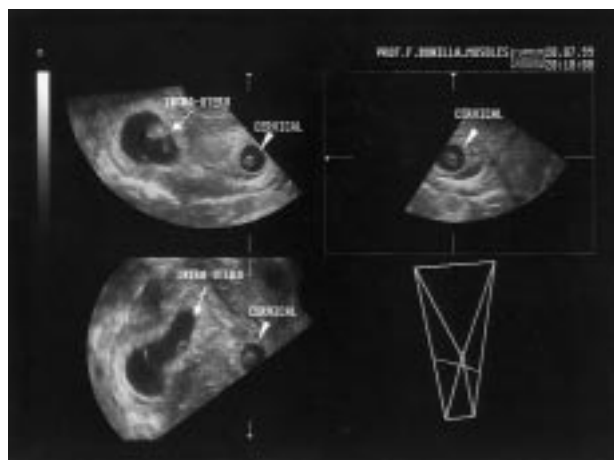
Ecografía tridimensional de la gestación heterotópica. Obsérvese la gestación intraútero junto con la gestación ectópica cervical.
